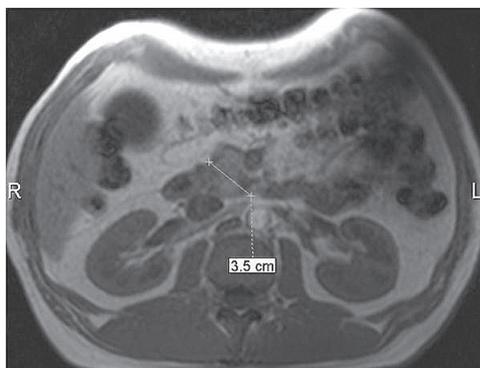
МРТ больного К. 24.08.2016. Увеличение головки ПЖ. МР-последовательность Т1ВИ, аксиальная плоскость сканирования.
